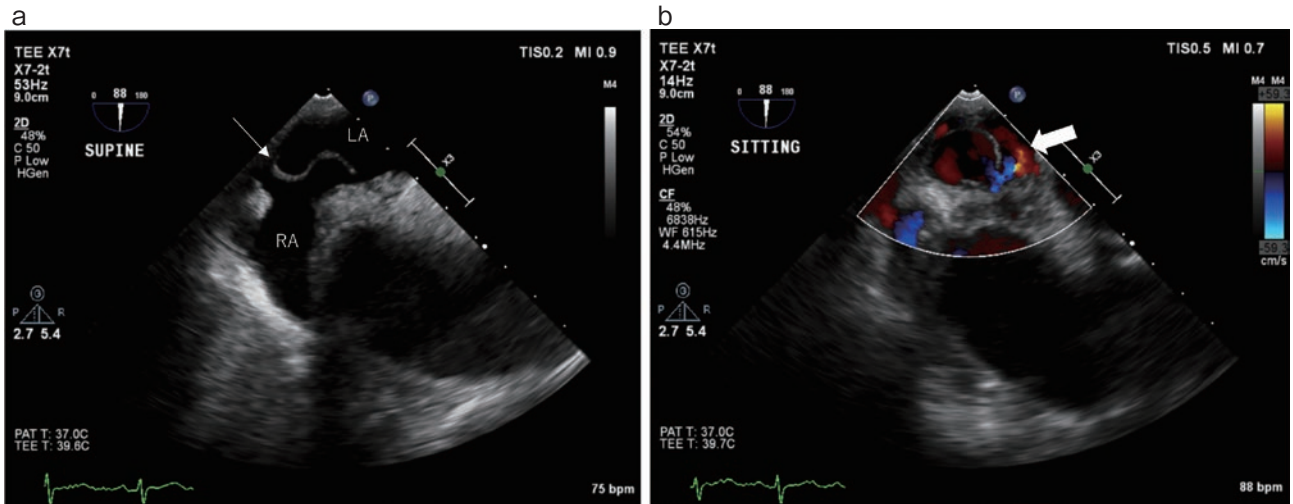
経食道心臓超音波検査. (a) 臥位. 心房中隔 (細矢印). (b) 坐位. 卵円孔を通じた右左シャント血流を認めた (太矢印).
